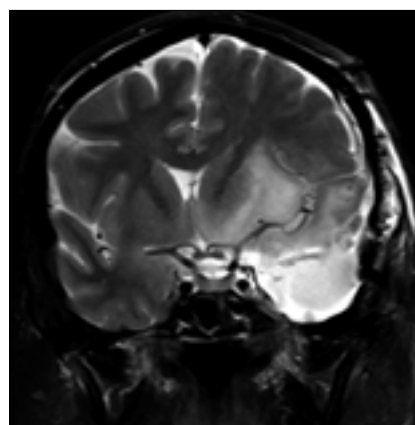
Case 2-Post operative MRI showing the resection of hippocampus and amygdala.
